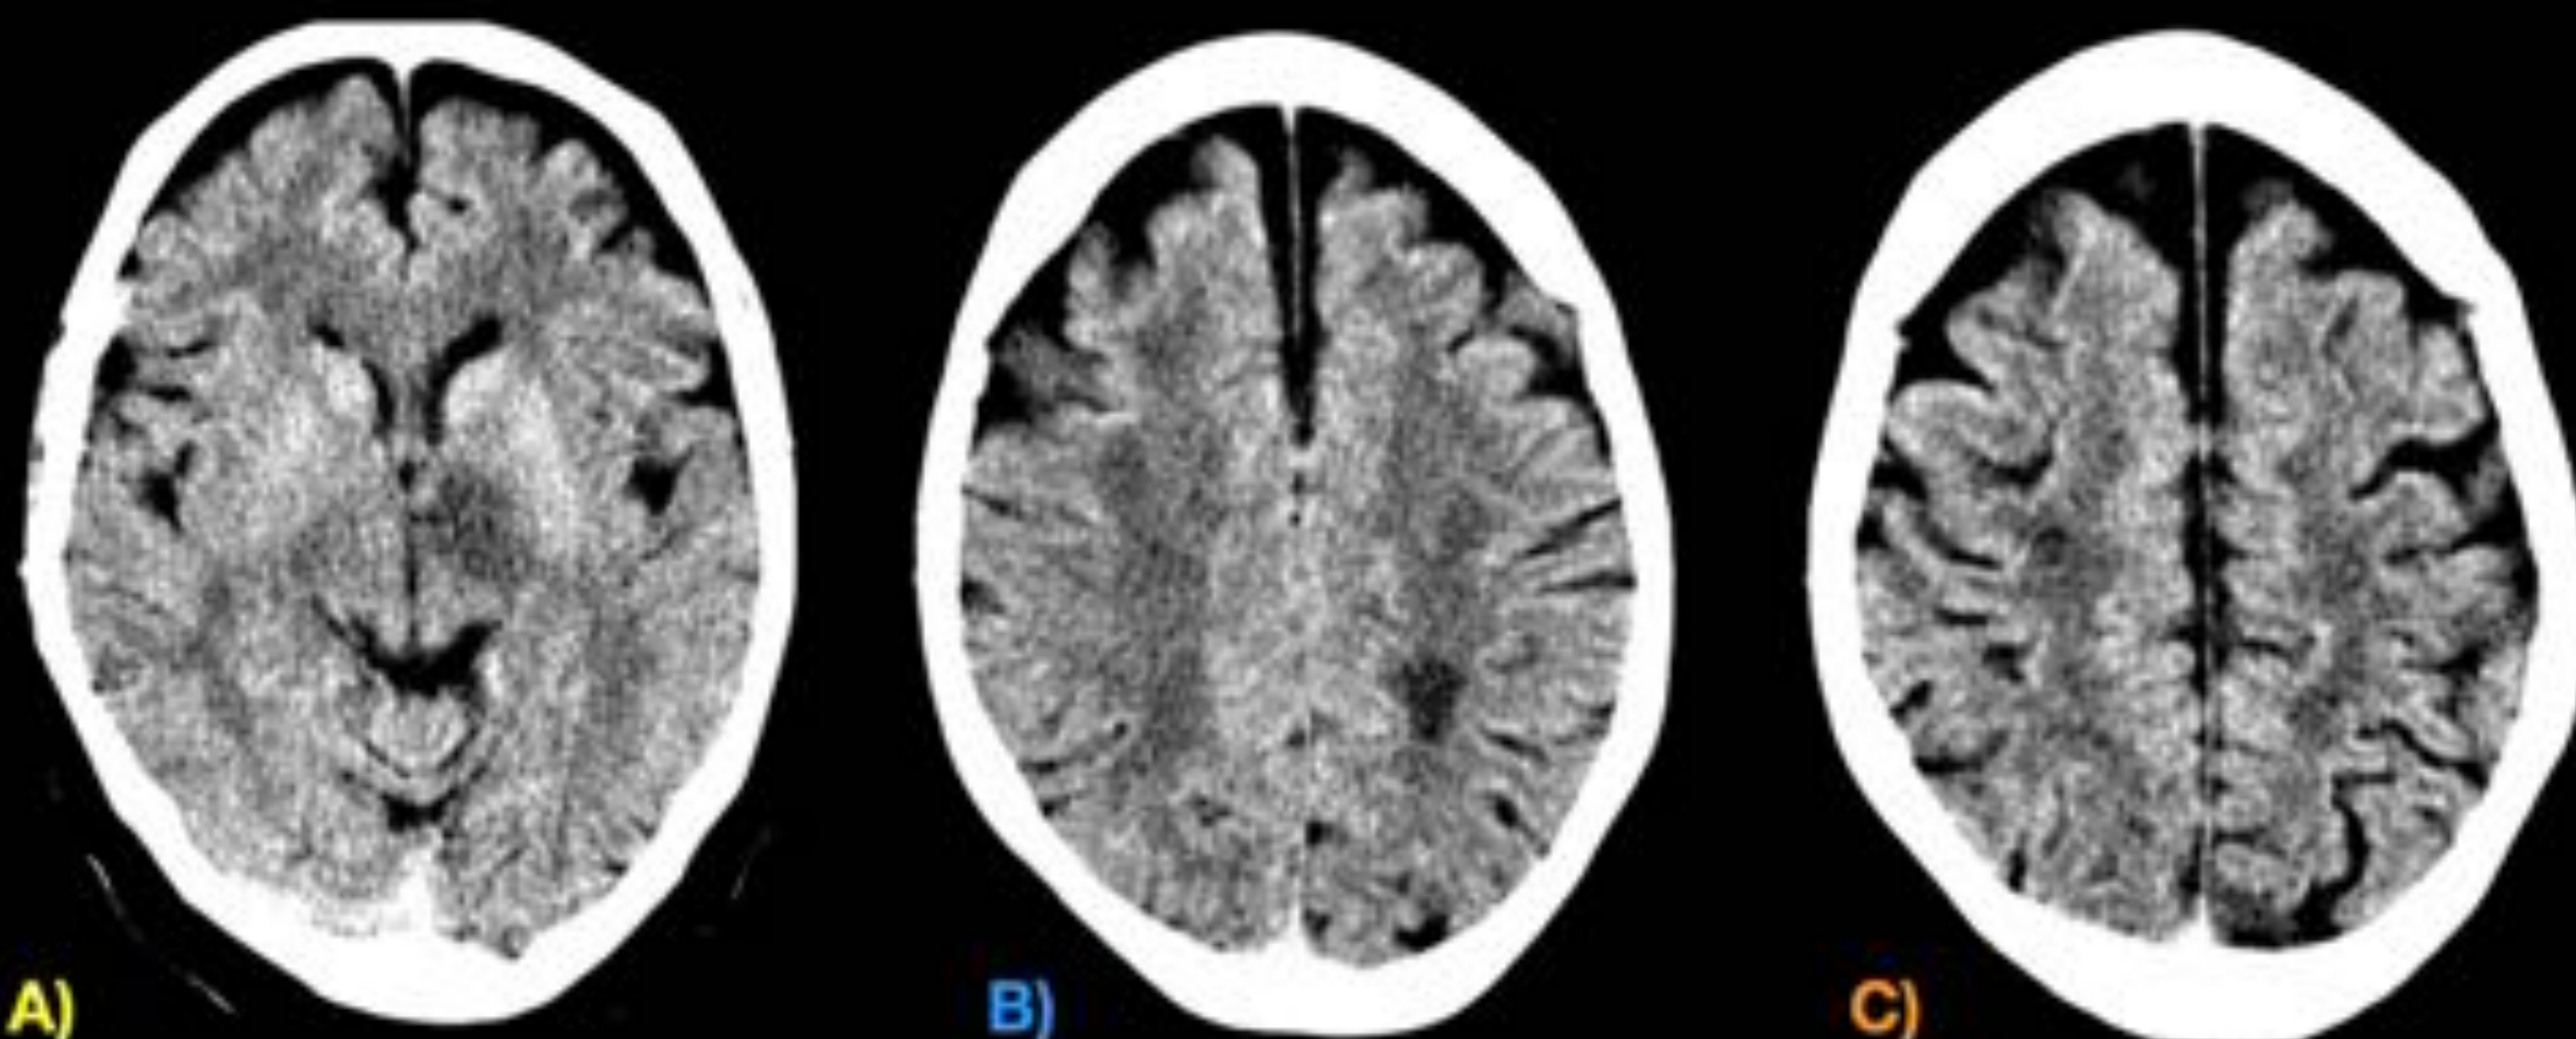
Pérdida de memoria y alteración del lenguaje de forma aguda en paciente de 60 años. Hipodensidades mal definidas en TC en el tálamo izquierdo con extensión al brazo posterior de la cápsula interna y globo pálido ipsilateral (imagen A), así como hipodensidad focal en sustancia blanca subcortical parasagital parietal izquierda (imagen B) y frontal derecha (imagen C). Los hallazgos por TC muchas veces son inespecíficos y necesitan ampliar estudio con otras pruebas de imagen. En este caso se sospecharon lesiones isquémicas, y finalmente el paciente fue diagnosticado de encefalitis de origen idiopático
